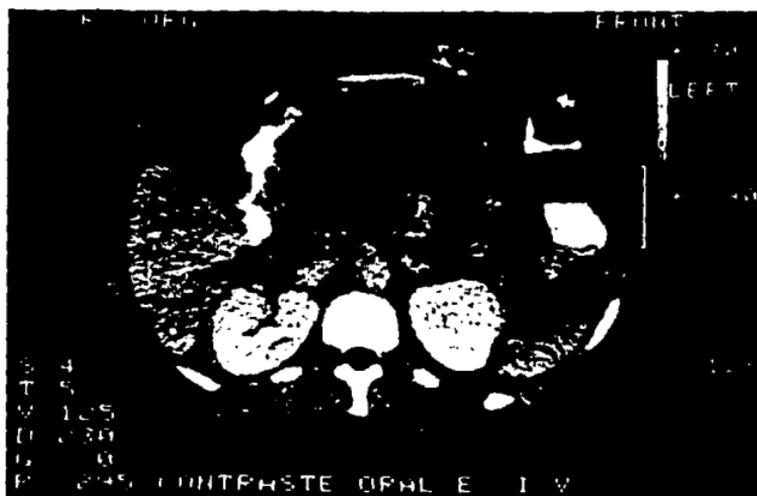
CORRELACION DE TAC Y USG EN UN PACIENTE CON GRAN ABSCESO PANCREATICO. LA COLECCION ES COMPLEJA YA QUE CONTIENE DETRITUS CELULARES EN SU INTERIOR.
